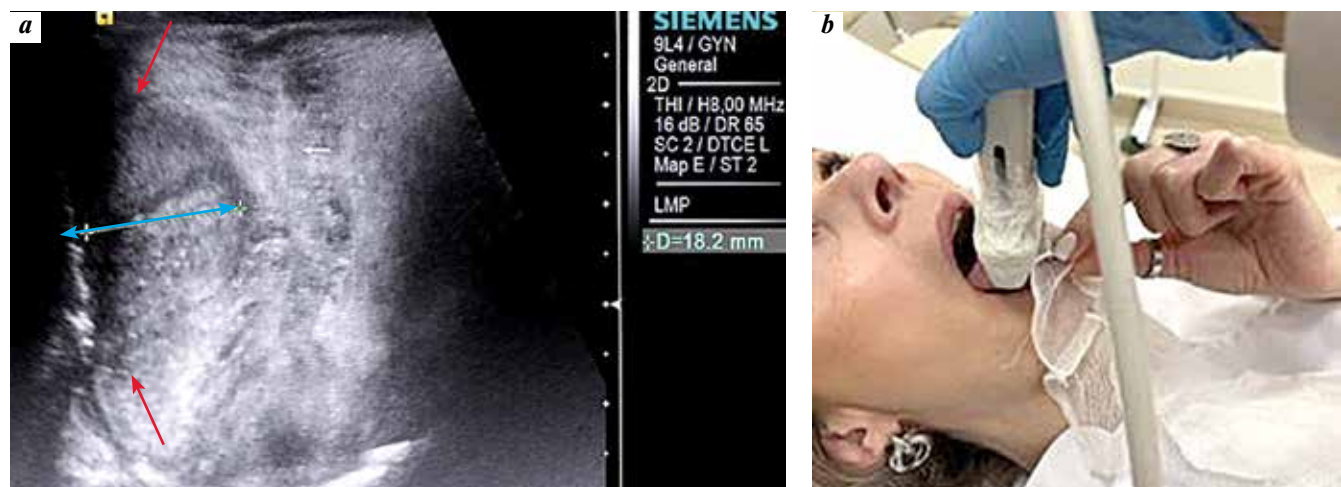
Intraoral ultrasonography of the tongue (transverse scanning): a – echogram of moderately differentiated squamous cell carcinoma of the right lateral surface of the tongue (indicated by red arrows), tumor thickness 18.2 mm (indicated by blue arrow), T3 (TNM) b – transverse scanning using a linear probe in the frequency range 4–9 MHz, intraoral access
